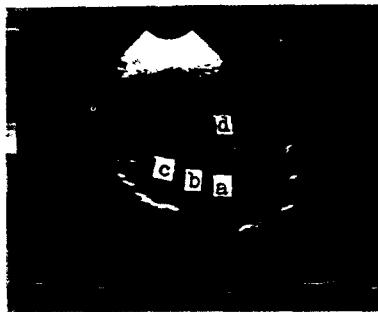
M-mode and sector scan. (apical four chamber view equivalent)
